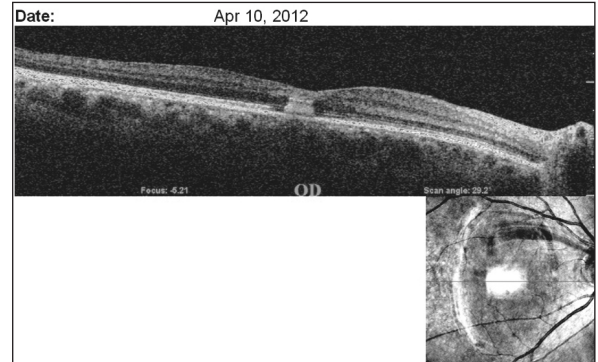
Optik koherens tomografide retina içinde hiperreflektan kanamaya ait refle ve retinal kalınlaşma ile ifade edilen retinal ödem görülmektedir.
